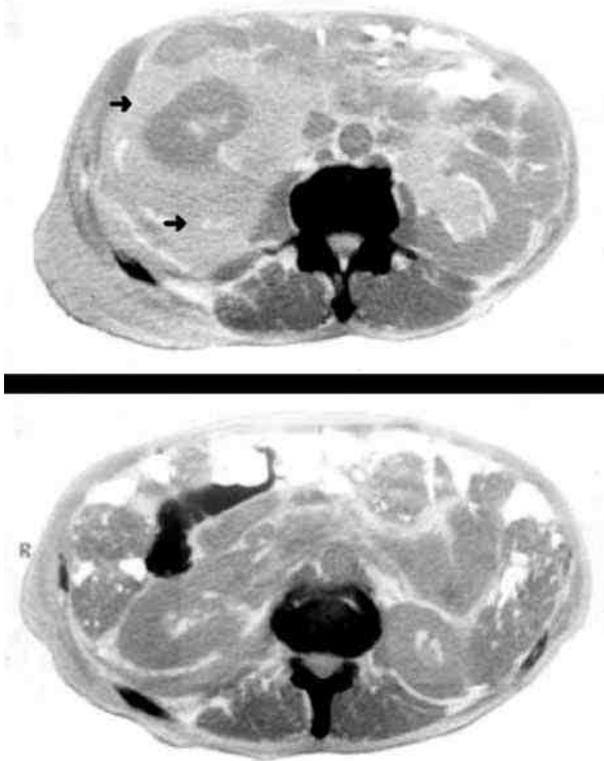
Компьютерная томограмма (Al Soub H. et al., 2005):
